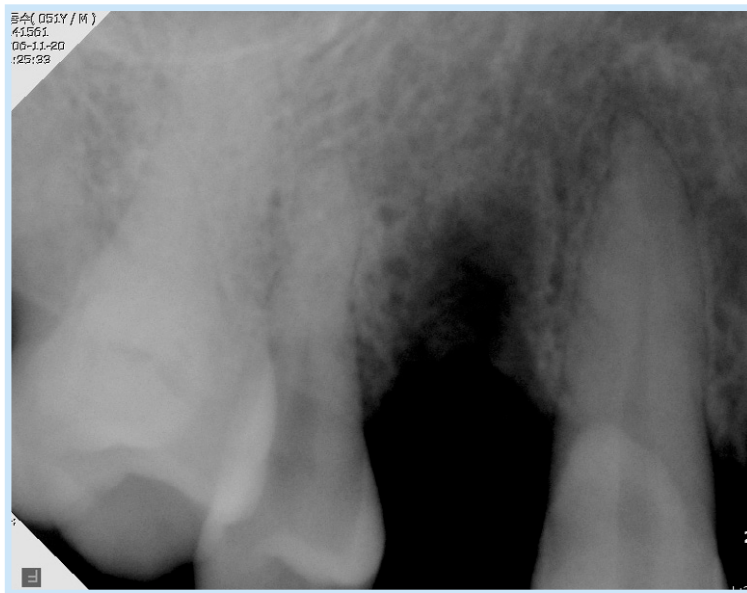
Periapical view after the extraction of #14.
